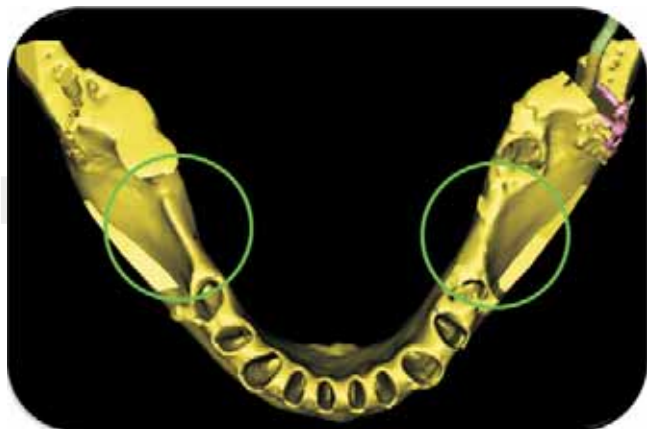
Tomografía axial computarizada de la mandíbula vista oclusal.
